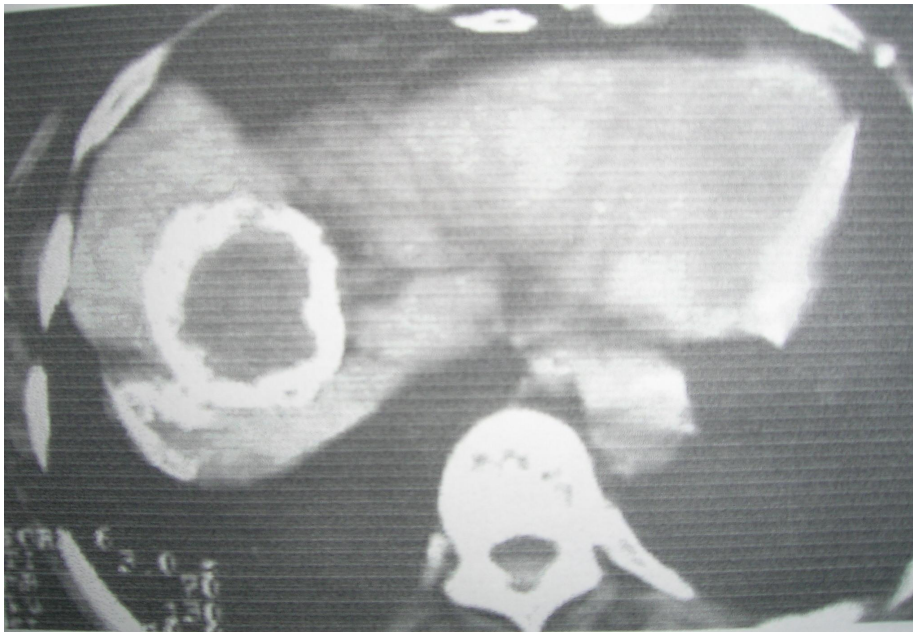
CHH cu perete calcificat, imagine CT
